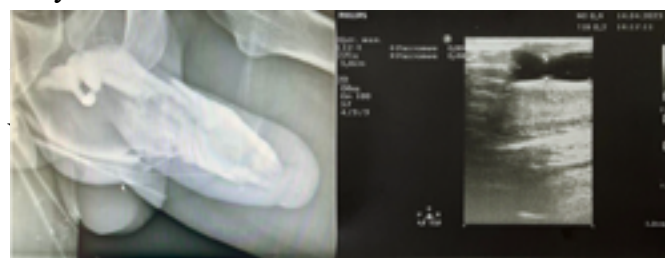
Слева: уретрокавернограмма при поступлении. Справа: УЗИ, картина области анастомоза через 2 месяца
